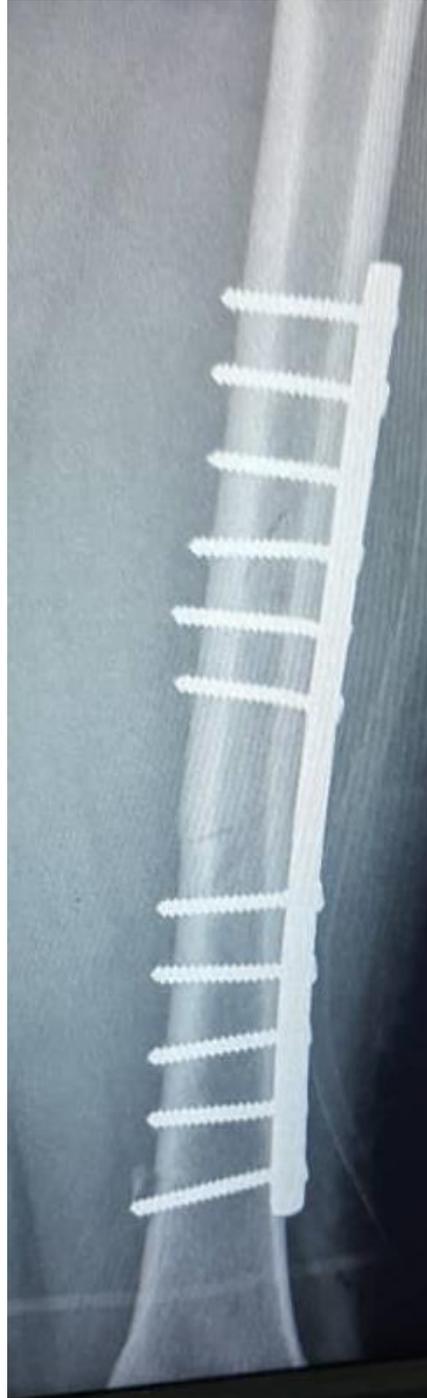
Radiographie de contrôle post opératoire du fémur de face
